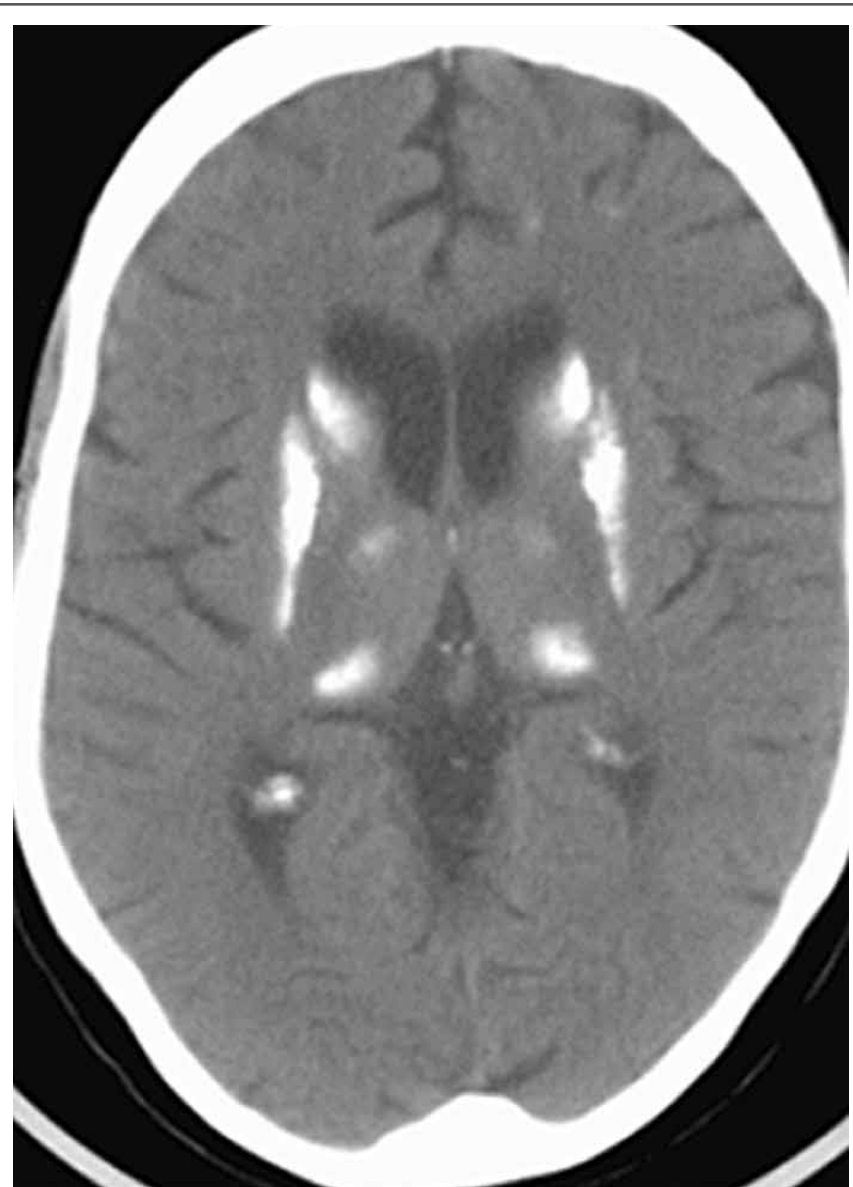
TC de crânio de um indivíduo com hipoparatiroidismo crônico, demonstrando calcificações nos núcleos da base.
